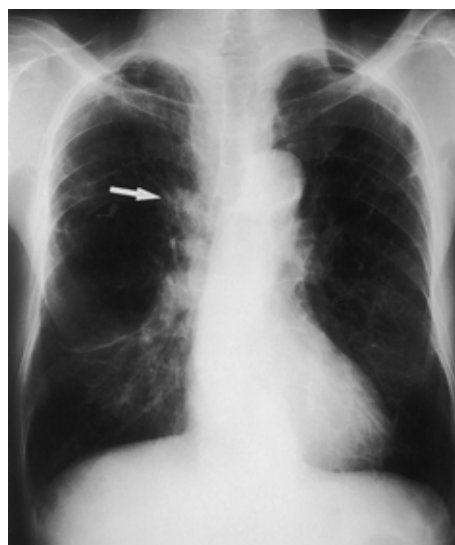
Chest roentgenogram (case 2), showing a round abnormal shadow (arrow) in the right upper lung field near the hilum.
